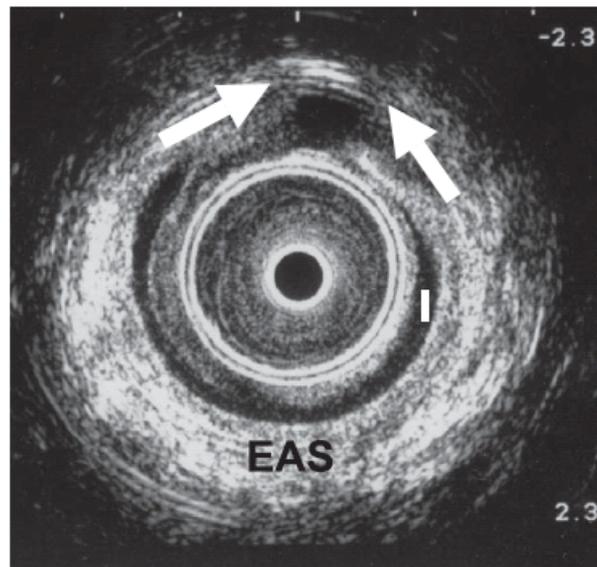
Ecografía endoanal mostrando un defecto anterior del esfínter anal externo EAS (entre flechas); el anillo adyacente hipocóico es el esfínter anal interno (I) que aparece también dañado en su cara anterior. (Tomado de Andrews V. 2005)
